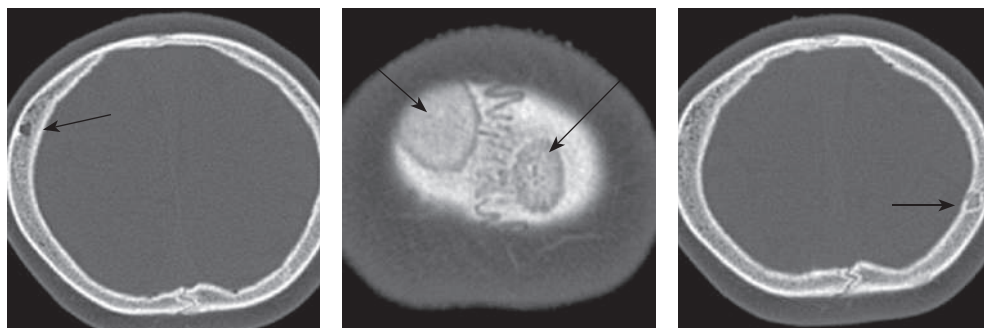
КТ-сканы черепа двоюродного брата пробанда, демонстрирующие поражения костей свода черепа в виде пончика
